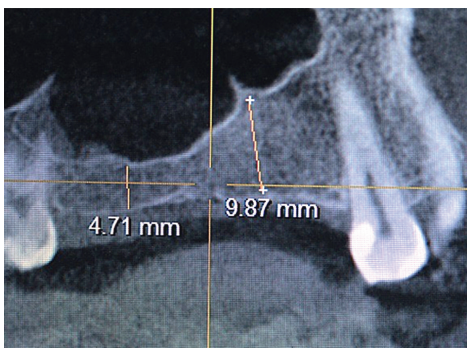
Дентальная компьютерная томография позволяет произвести точные измерения
